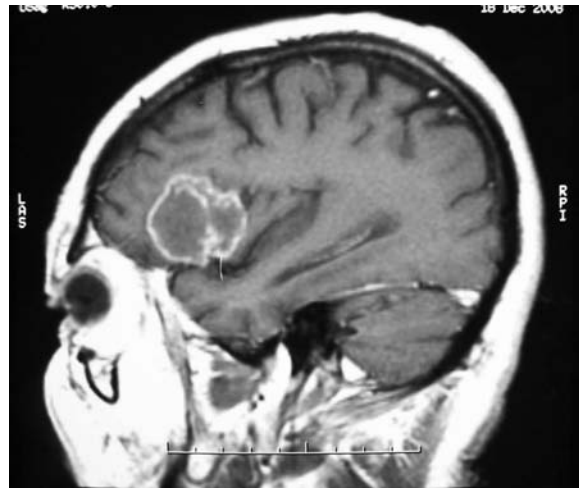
RM de cerebro (corte sagital, imagen ponderada en T1 con gadolinio): imagen bilobulada, hipointensa en su porción central que refuerza con el contraste paramagnético y se localiza en el lóbulo frontal derecho.
